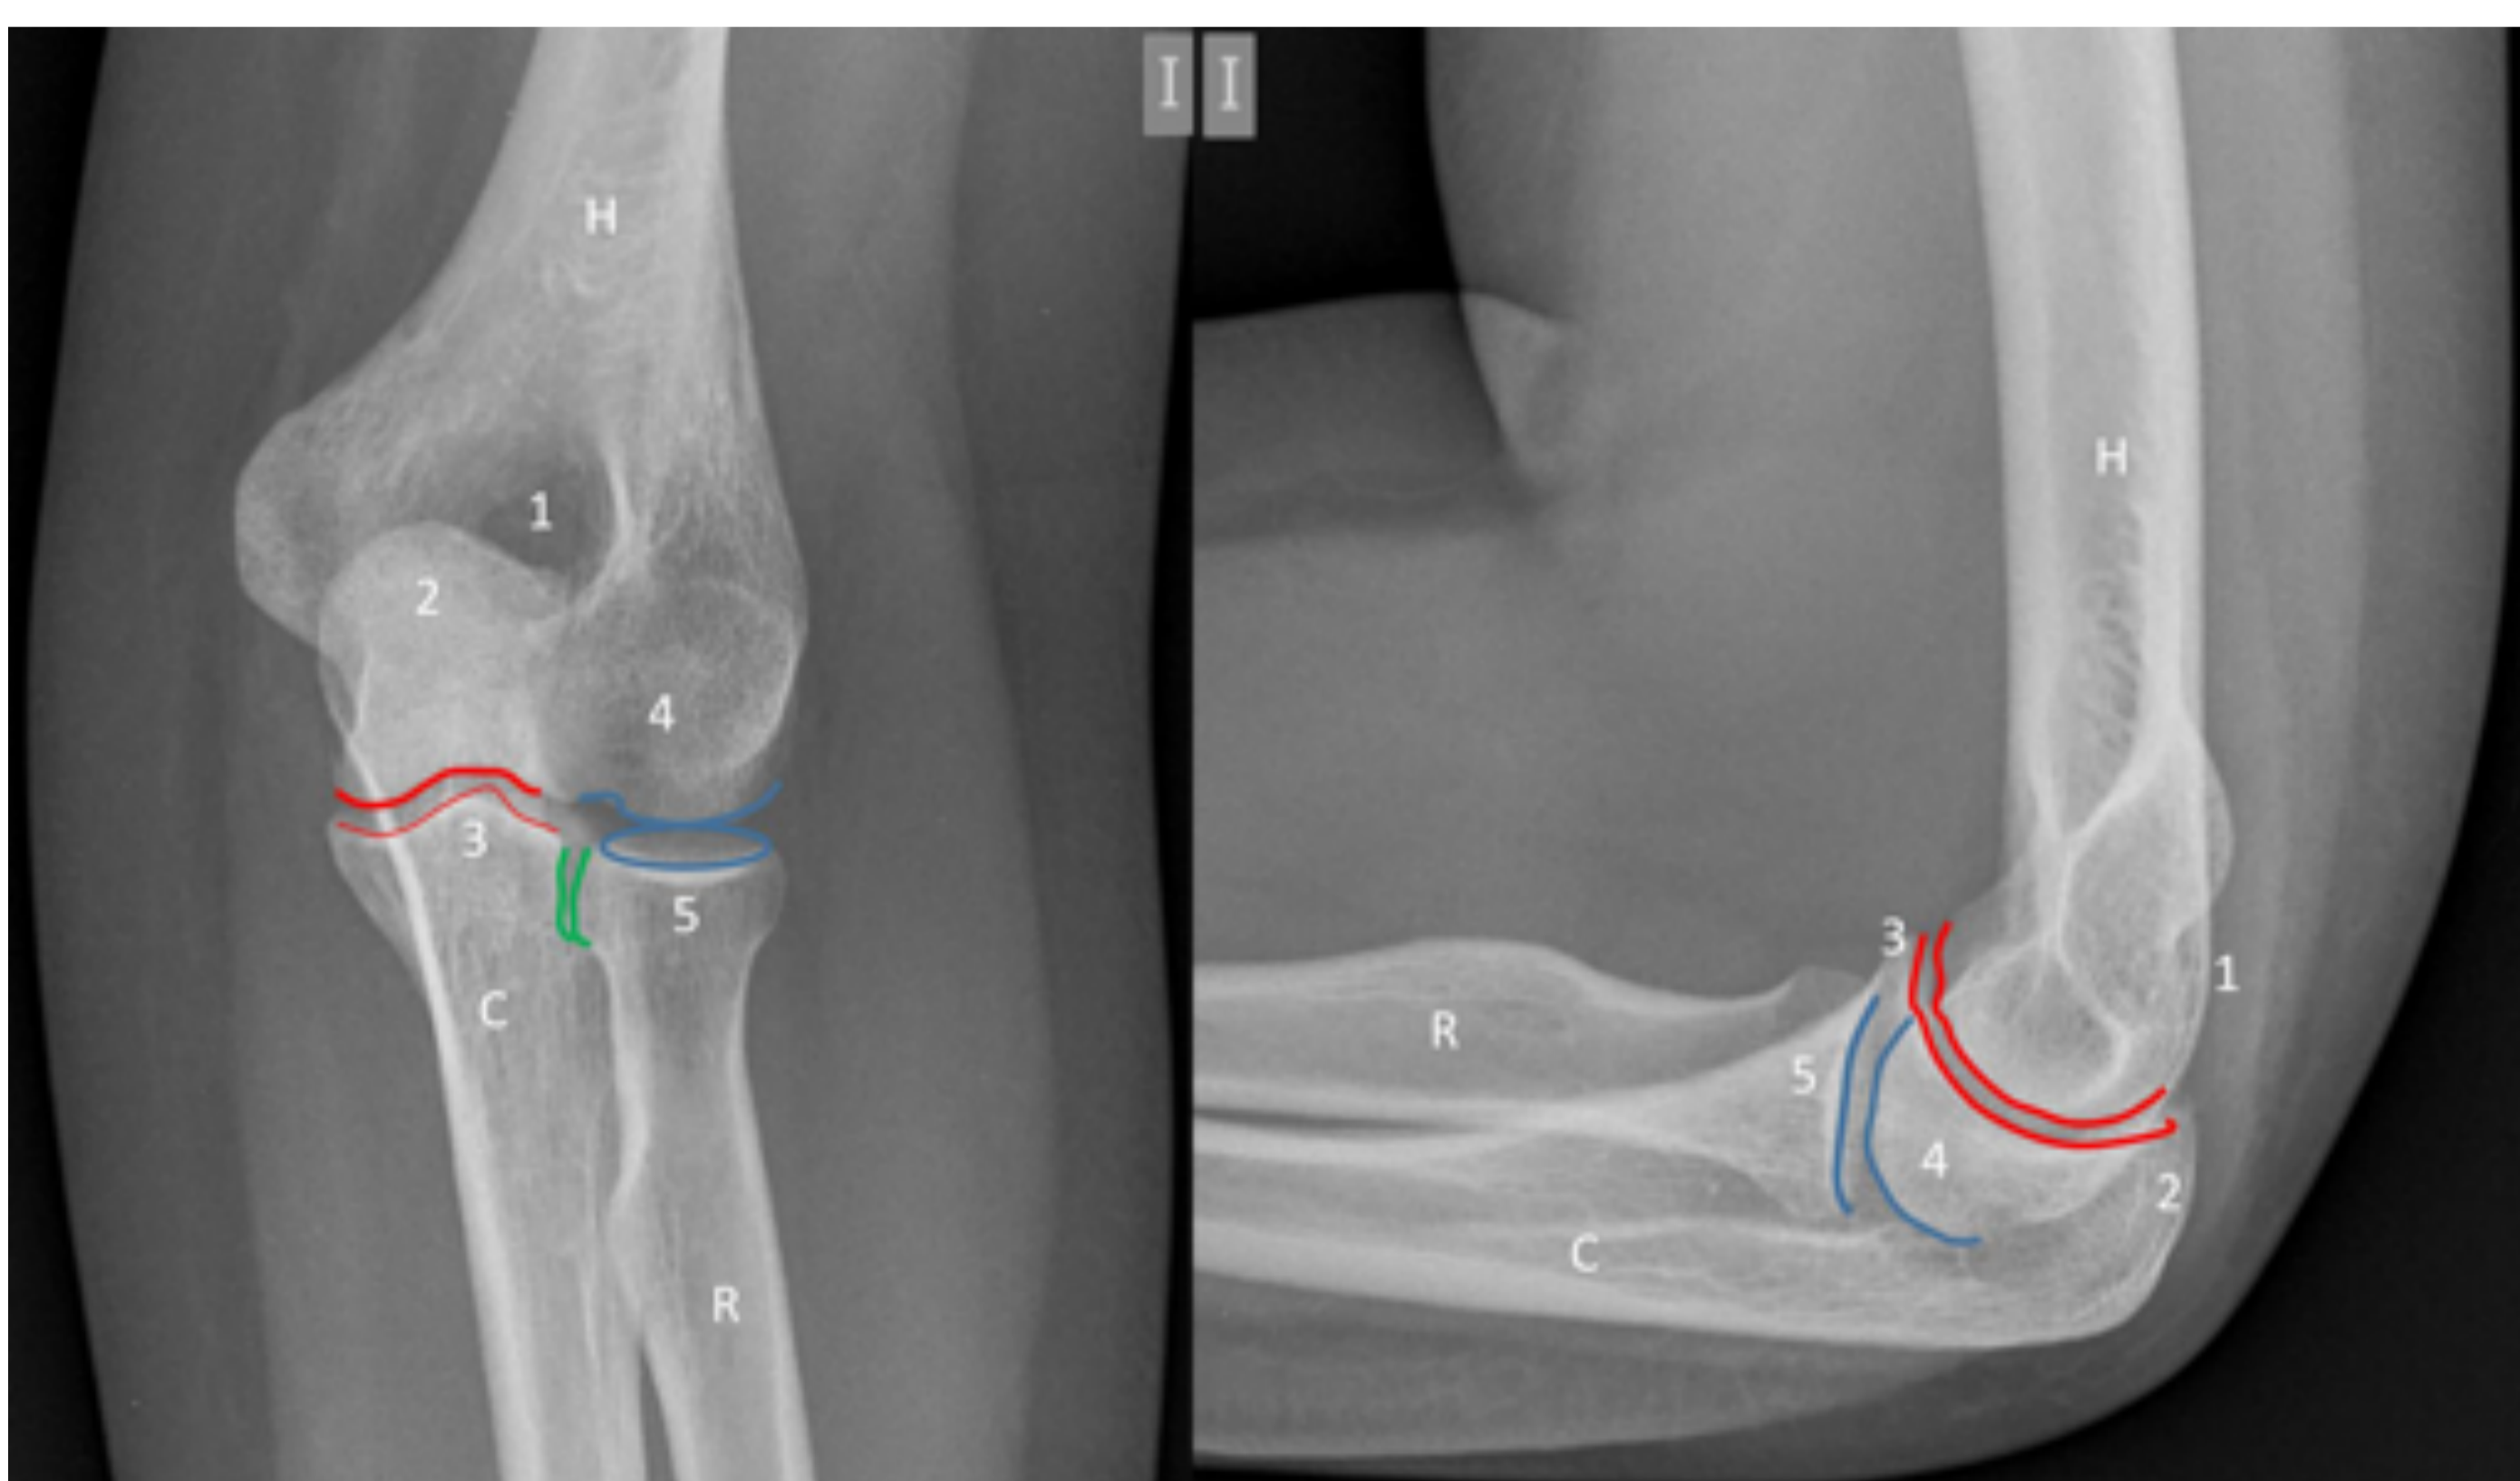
Radiografía AP y lateral de codo izquierdo. H: Húmero, R: Radio, C: Cúbito, 1: Fosa olécraneana, 2: Olécranon, 3: Apófisis Coronoide, 4: Capitellum, 5: Cabeza del radio. Las dobles líneas muestran las superficies articulares, línea azul: articulación radio-capitellar, línea roja: articulación cúbito-humeral, línea verde: articulación radio-cubital proximal.
